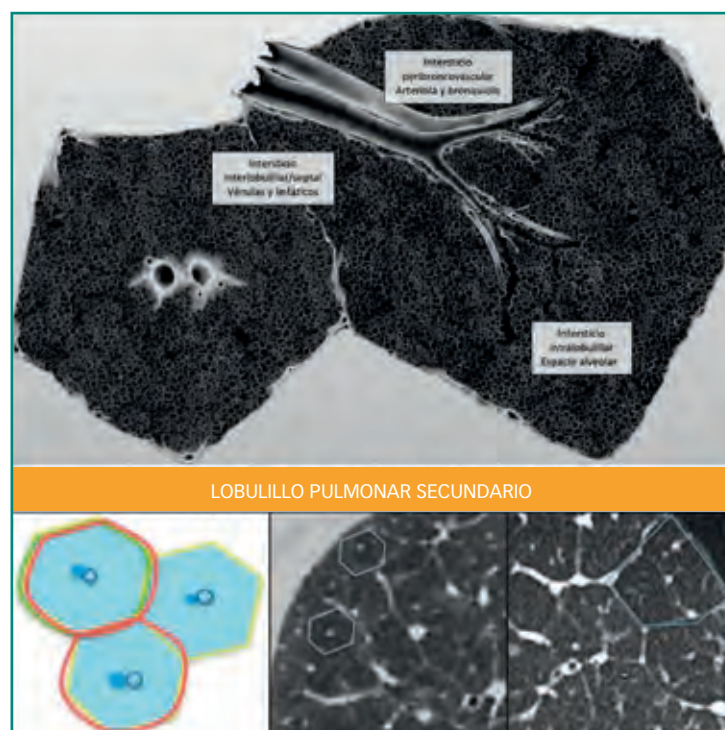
Representación del lobulillo pulmonar secundario y su apariencia en imagen de TC.
